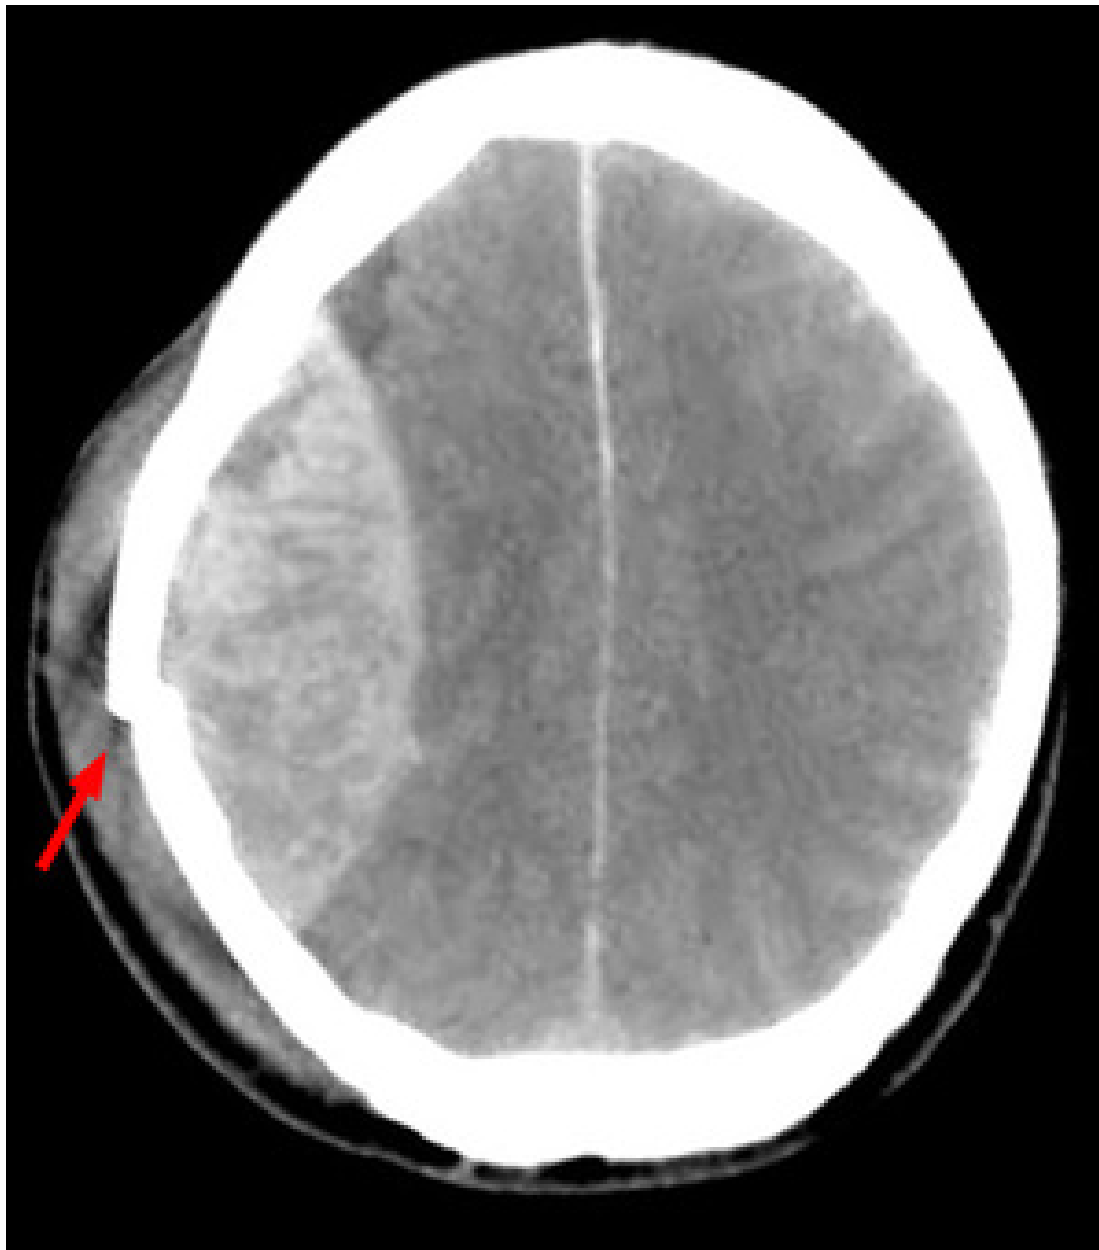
CT eines epiduralen Hämatoms
